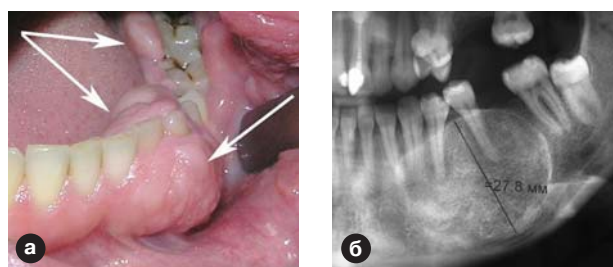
Внешний вид остеобластомы нижней челюсти (а) и рентгенограмма нижнечелюстной кости (б).
